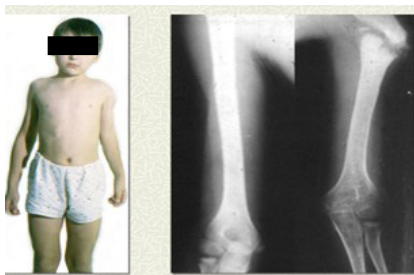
Фото пациента Л. и его рентгенограмма до операции
